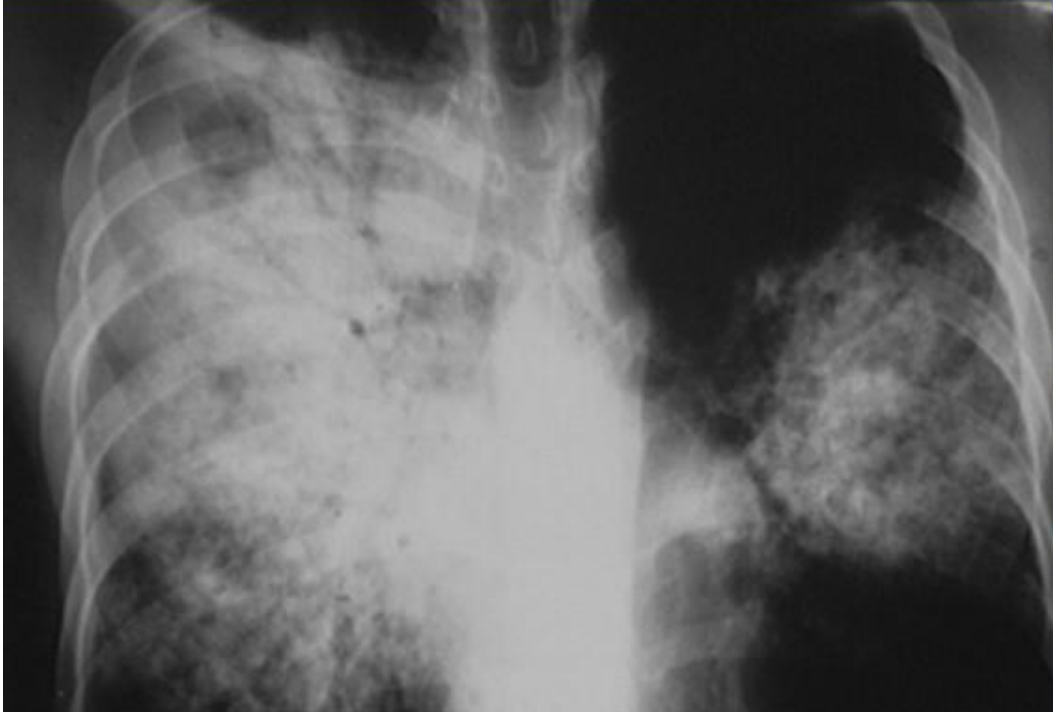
Radiographie thoracique de face : légionellose pulmonaire : pneumonie aiguë bilatérale. Syndrome de comblement alvéolaire avec bronchogramme aérien caractéristique (60).
